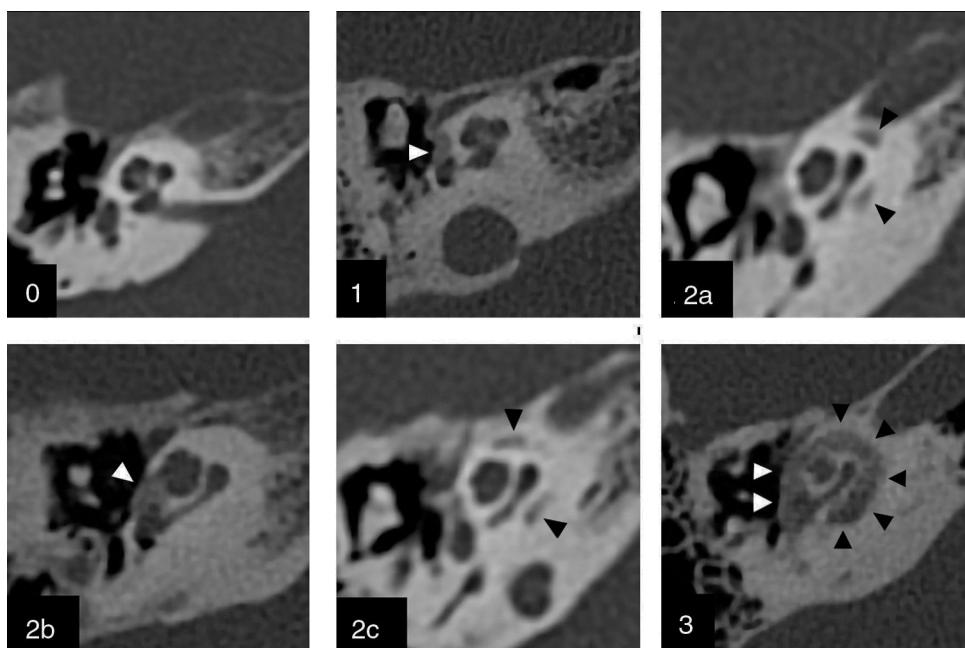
Graduación por TC de la otoesclerosis. Clasificación de Symons y Fanning¹³ para graduar el compromiso de la otoesclerosis. Grado 0: Normal. Grado 1: Solo compromiso fenestral. Grado 2: Compromiso coclear parcheado (2a: giro basal; 2b: ápice/giro medio; 2c: giro basal y ápice/giro medio). Grado 3: Compromiso coclear difuso. Todas las imágenes corresponden a cortes axiales de oído derecho en el nivel de la cóclea. Las cabezas de flecha señalan las áreas de hueso espongioso.
